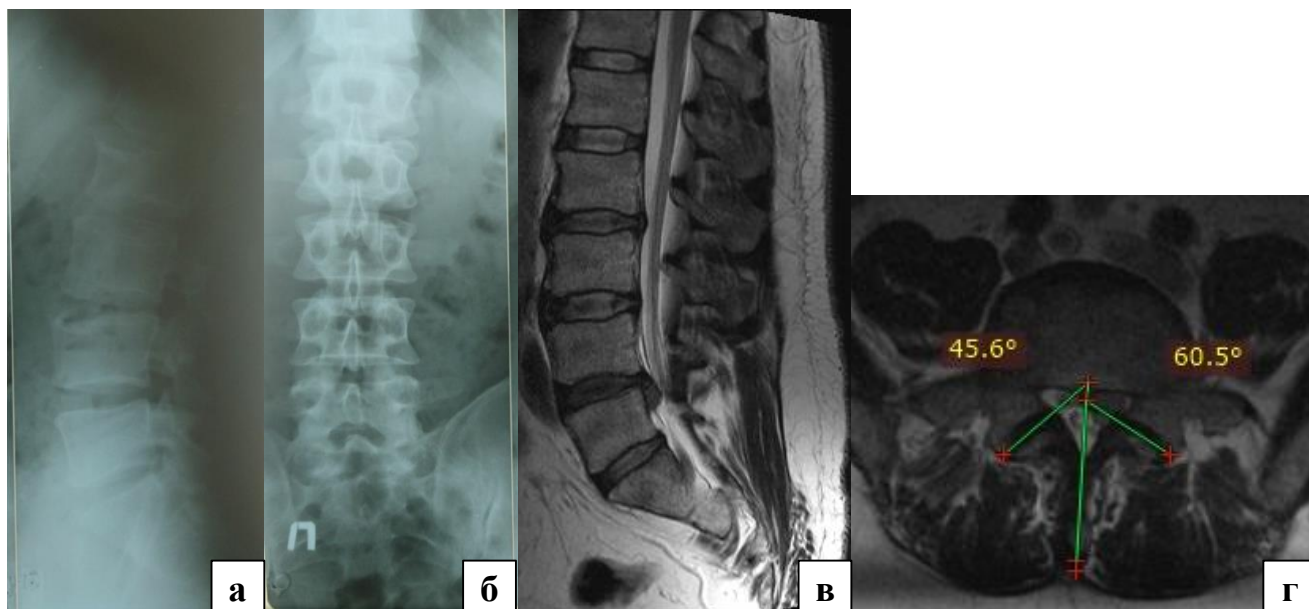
Клинический пример. Пациент С., 40 лет: а – сагиттальная поясничная спондилограмма до операции (PI 51°, PT 12°, SS 42°, L<sub>1</sub>–S<sub>1</sub> LL 54°); б – фронтальная поясничная спондилограмма до операции; в – сагиттальная МРТ-грамма поясничного отдела позвоночника до операции (клинически значимая парамедианная левосторонняя грыжа межпозвонкового диска L<sub>IV</sub>–L<sub>V</sub>); г – аксиальная МРТ-грамма поясничного отдела позвоночника на уровне L<sub>IV</sub>–L<sub>V</sub>
